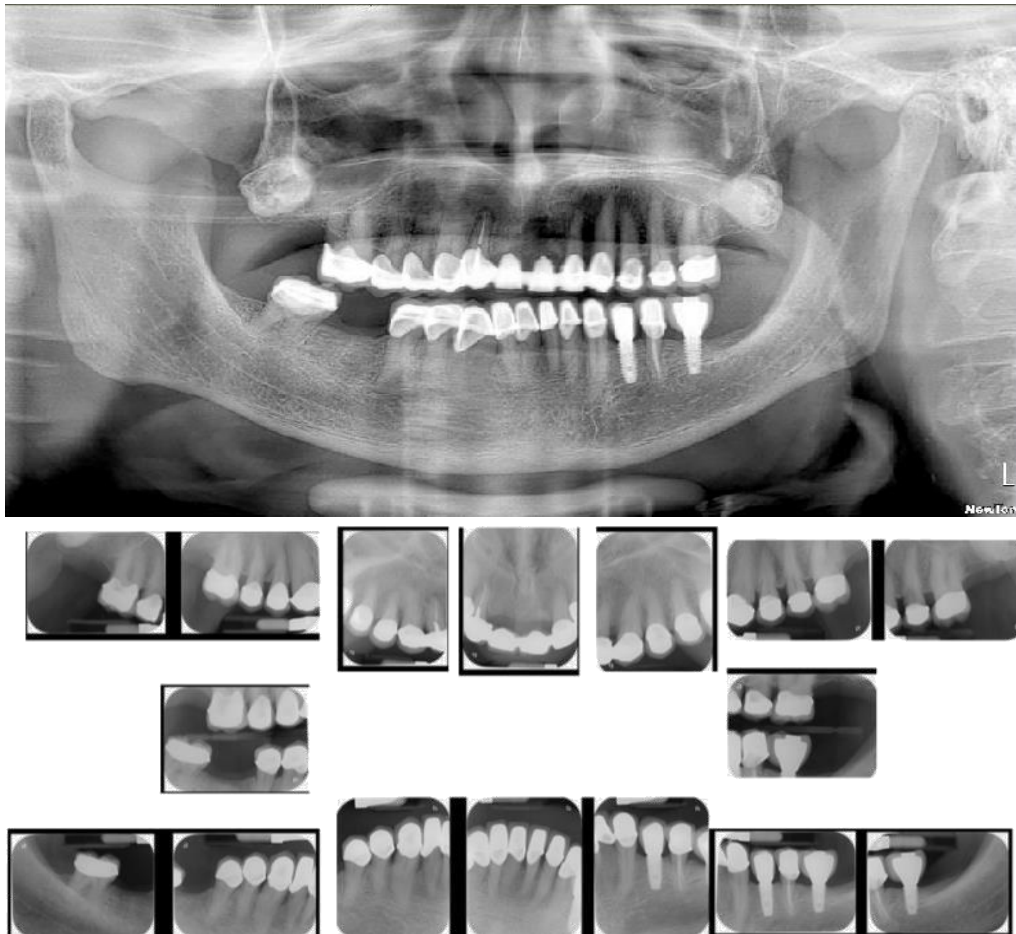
Radiografía panorámica y serie periapical
